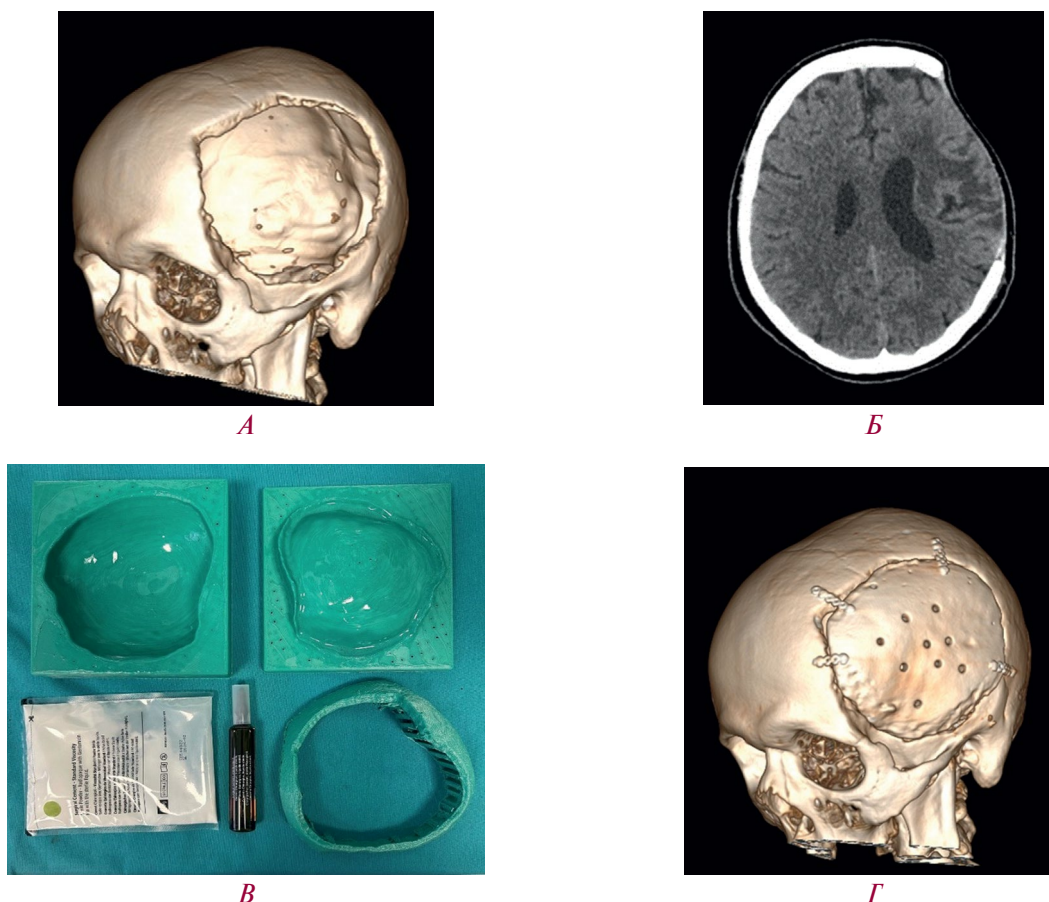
Основные этапы моделирования и изготовления пресс-формы и имплантата: А — 3D-модель черепа по данным КТ головного мозга; Б — нативное КТ головного мозга в аксиальной плоскости; В — распечатанные на 3D-принтере пресс-формы, покрытые медицинским силиконом; Г — контрольная КТ головного мозга после краниопластики
